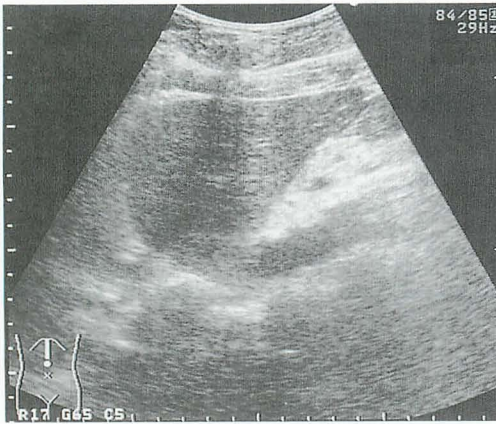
腹部超音波検査：上腹部正中、腹壁脂肪層内に low echoic lesion を認める。
